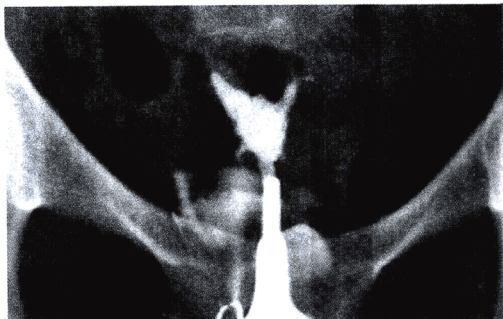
子宫X线片显示子宫腔外形不规则，但未证实有明确病变。
